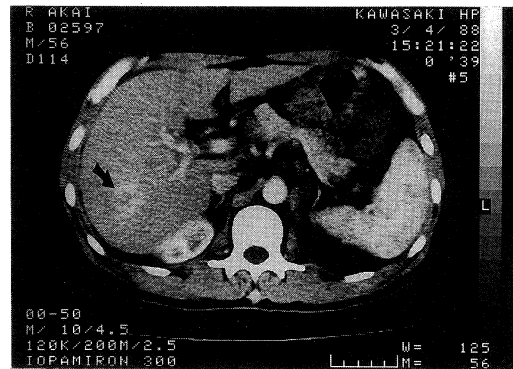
Abdominal bolus CT showing the hepatic mass. The periphery of the tumor is enhanced (arrow).
